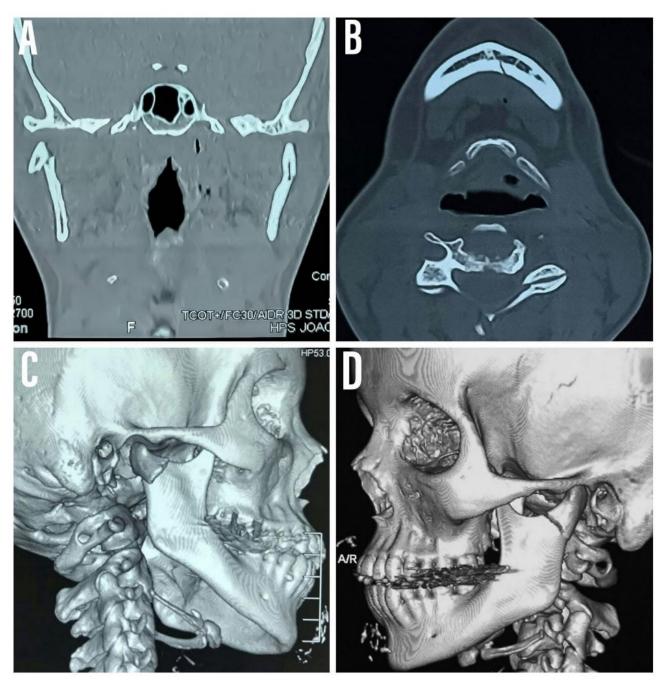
Exames de tomografia computadorizada: (A) fratura completa do côndilo direito e fratura em galho verde no côndilo esquerdo, (B) fratura de cortical lingual parassinfisária e (C e D) reconstruções tridimensionais evidenciando as fraturas condilares
